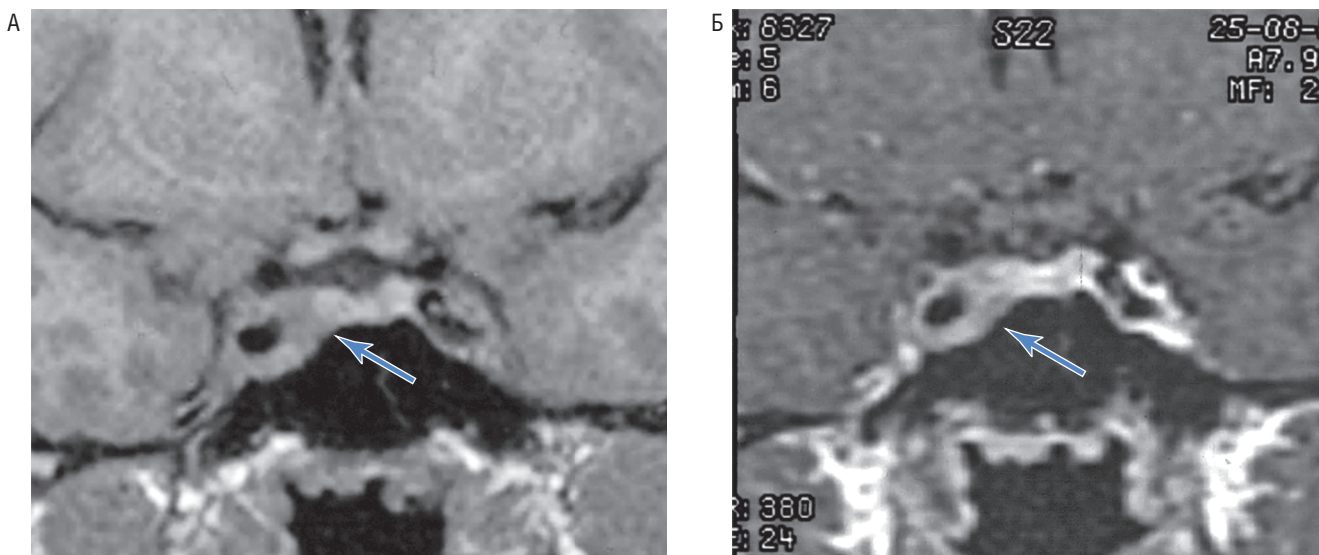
Снимки магнитно-резонансной томографии гипофиза с внутривенным контрастированием пациентки А. А – исходные данные; Б – данные на фоне лечения; синей стрелкой отмечена область турецкого седла (аденома распространяется в левый кавернозный синус и охватывает левую внутреннюю сонную артерию).
